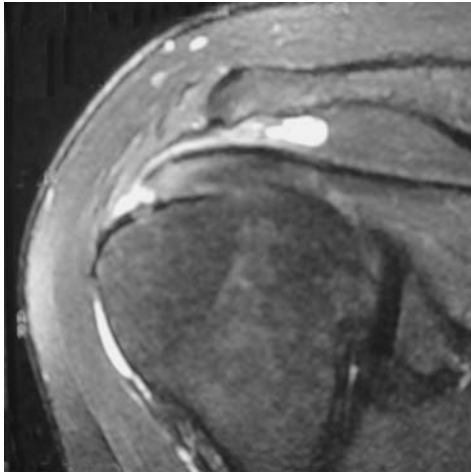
Imagerie par résonance magnétique (IRM), coupe frontale. Rupture partielle superficielle du tendon supraspinatus. La rupture concerne la quasi-totalité de l'épaisseur du tendon supraspinatus. Il s'agit d'un stade 3 de la classification de Ellman. À noter l'épanchement bursal contemporain.
